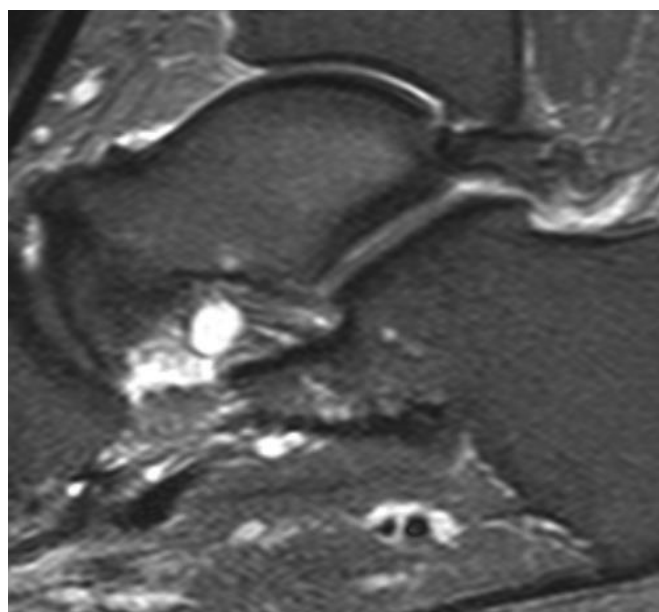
На МР-томограмі у сагітальній проекції у режимі FS PD FSE визначається поєднання заднього ім'пінджмент-синдрому та синдрому тарзального синуса. Візуалізується гіпертрофія та помірний набряк *os trigonum*, патологічне скупчення рідини у задньому відділі порожнини над'яtkово-гомількового суглоба, дрібна кістка в проекції тарзального синуса у товщі таранно-п'яtkової зв'язки. З анамнезу: Ч., 21 рік, спортсмен, багаторазові травми стопи
